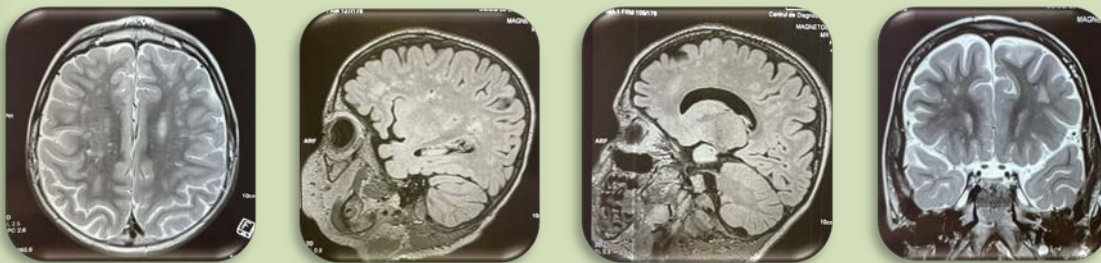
RMN cerebral – atrofie corticală; diminuarea volumului hipocampal, lobilor temporali bilateral; multiple focare gliotice (5 mm) în substanța albă subcortical;
